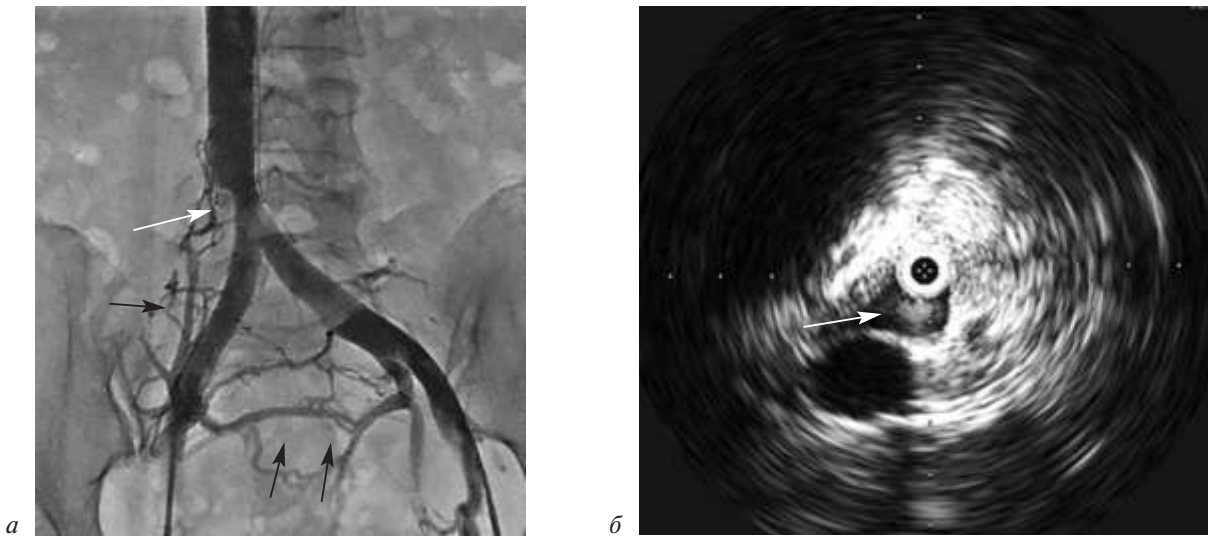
По данным прямой флебографии (а) и ВСУЗИ (б) подтверждено наличие тромба в области бифуркации НПВ (указан белыми стрелками), а также выраженных коллатералей ниже бифуркации (отмечены черными стрелками)
